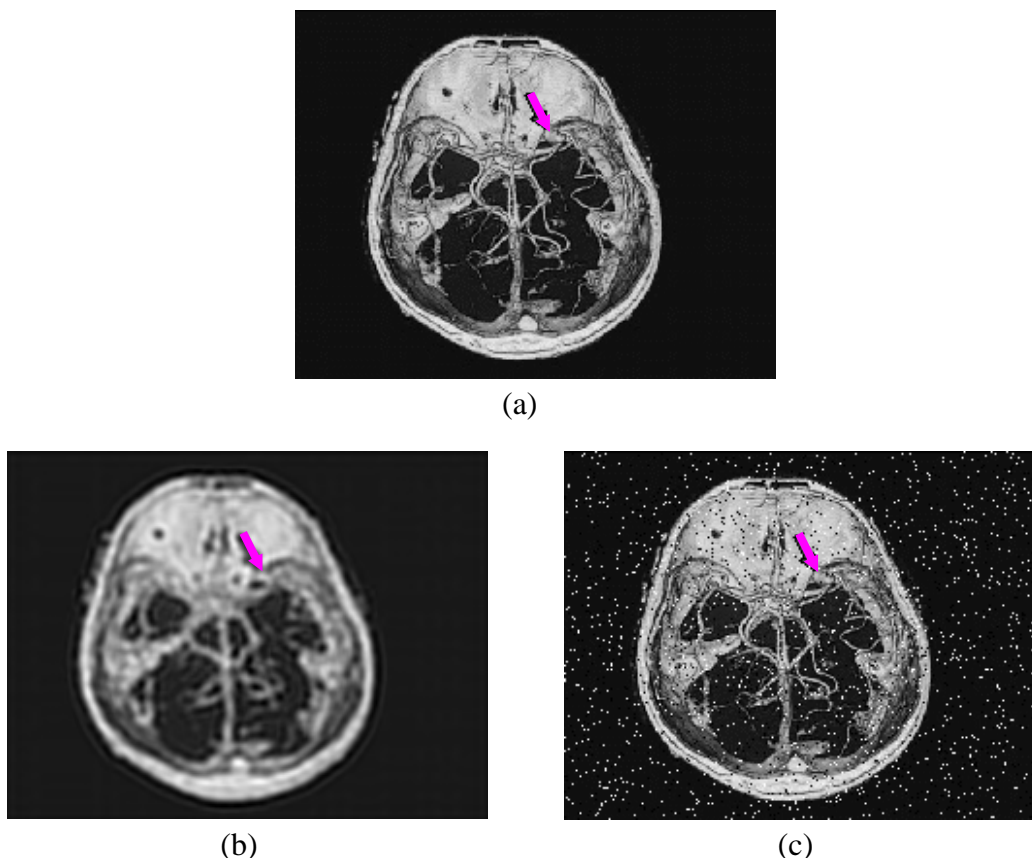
Imagens de um volume de dados obtido via CTA Espiral retratando a estrutura vascular de um cérebro [MAZ 2000]; a seta indica a presença de um aneurisma. (a) Imagem original; (b) imagem com borramento; (c) imagem corrompida por ruído "salt & pepper".
